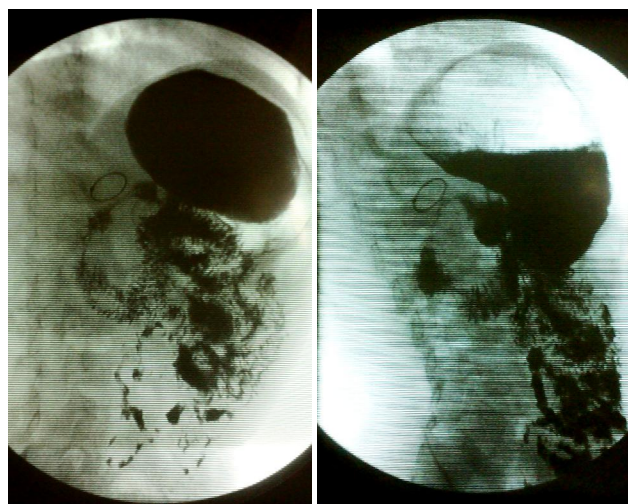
Рентгенограма ШКТ із контрастуванням після операції.
